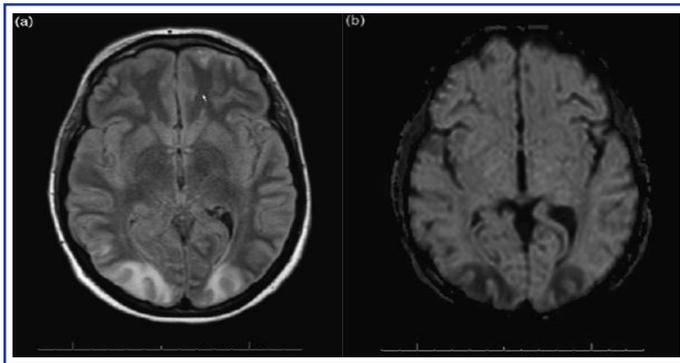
RMN encefalo, quadro di PRES
